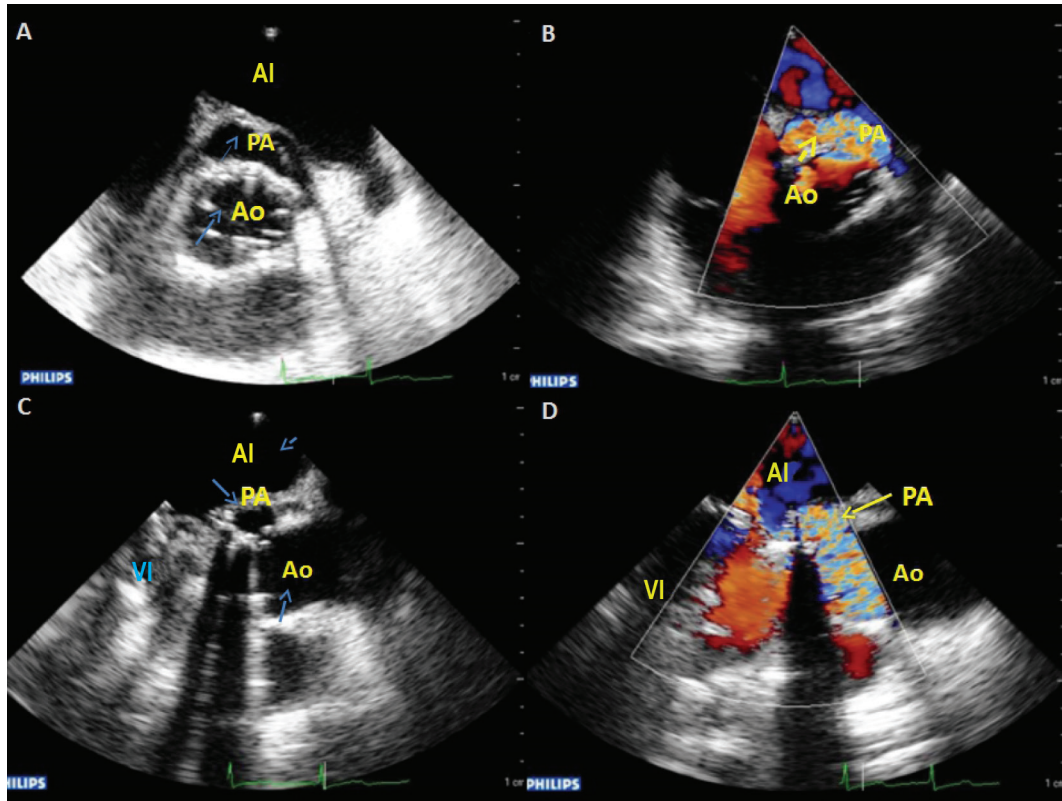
Ecocardiograma imágenes A, B, C y D. A y B: transverso de la aorta, con corte longitudinal del pseudoaneurisma (PA) C y D: Ecocardiograma transesofágico a 130 grados mostrando orificio de comunicación del PA con la aorta ascendente. PA: pseudoaneurisma; AI: válvula aórtica; AI: atrio izquierdo.
